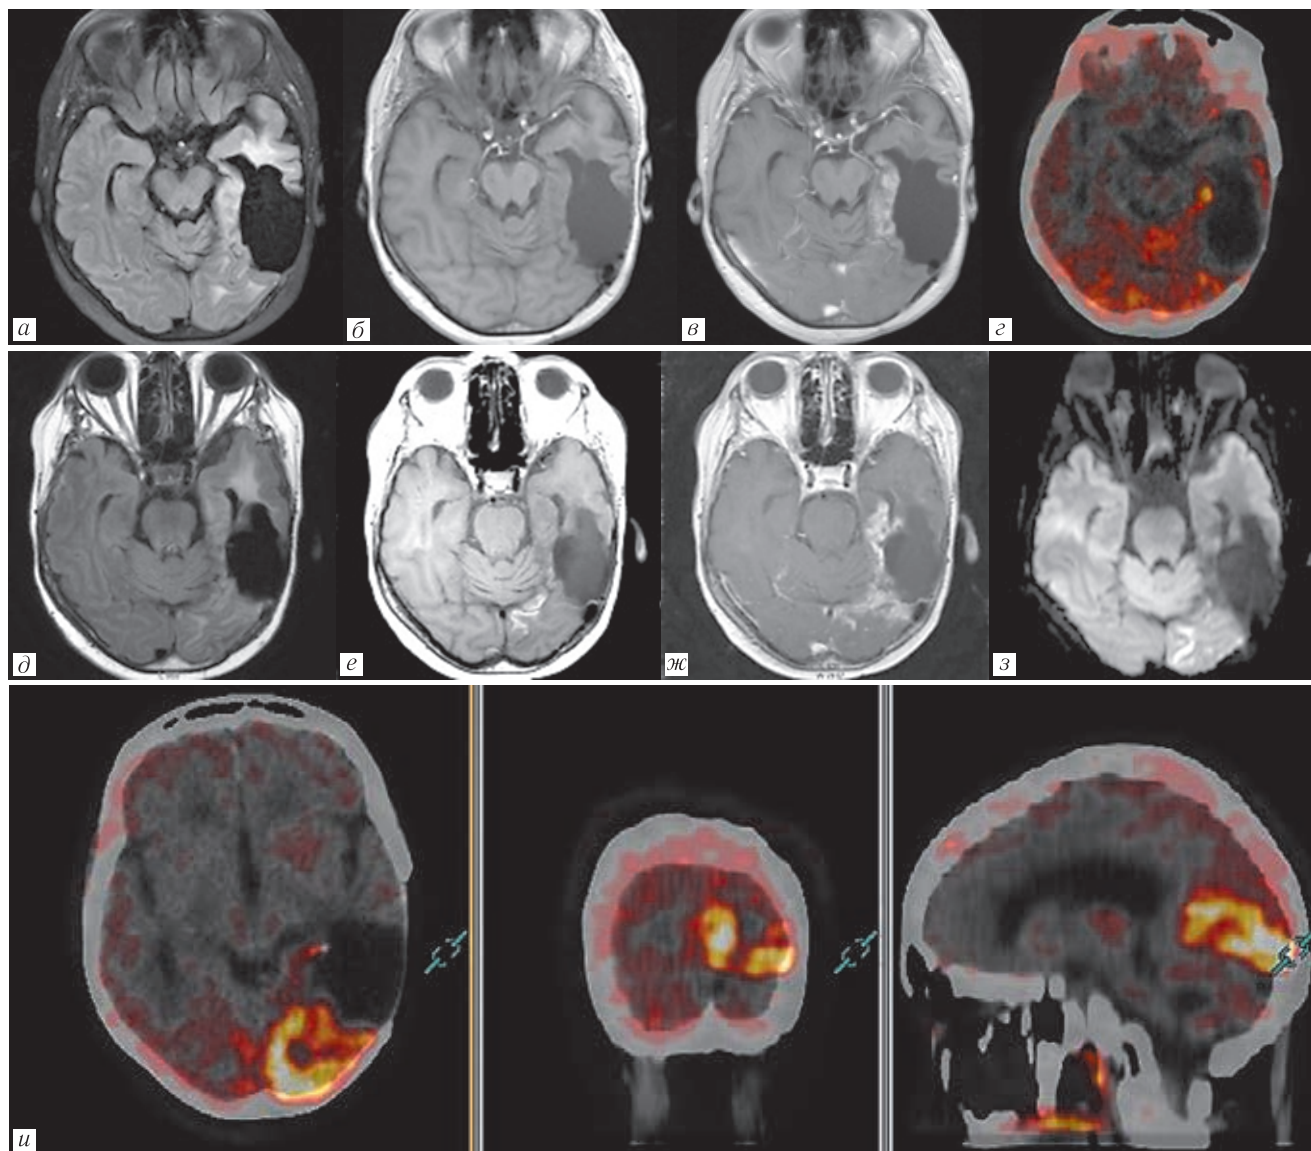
Метаболическая псевдопрогрессия. Пациентка № 4, состояние после комбинированного лечения анапластической астроцитомы левой височной доли. МРТ с КУ через 5 лет после операции демонстрирует контрастнопозитивные постлучевые изменения медиальных отделов левой височной доли, прилежащих к послеоперационной кисте (а-в). При ПЭТ/КТ с метионином повышенный захват [^{11}C]метионина не отмечается (з). На МРТ через 6 мес определяется прогрессирование контрастного усиления вокруг кисты (д, е), а также появление небольшого участка повышенного сигнала на Т1-ВИ в левой затылочной доле (ж) и зоны ограничения диффузии (з). При ПЭТ/КТ было выявлено повышенное накопление РПФ во всей левой затылочной доле, без изменения метаболической картины в области лучевого поражения левой височной доли (и)
